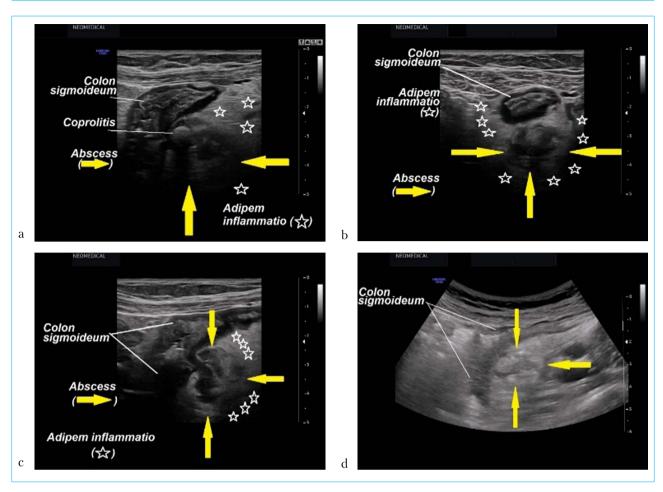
d. Стадийность течения дивертикулита сигмовидной кишки на примере клинического наблюдения. 6а — УЗИ сигмовидной ободочной кишки. Развитие параколического абсцесса. Шейка дивертикула закупорена фекалитом. Окружающий воспаленный жир брыжейки и сальника ограничивают перфорацию и очаги деструкции.
